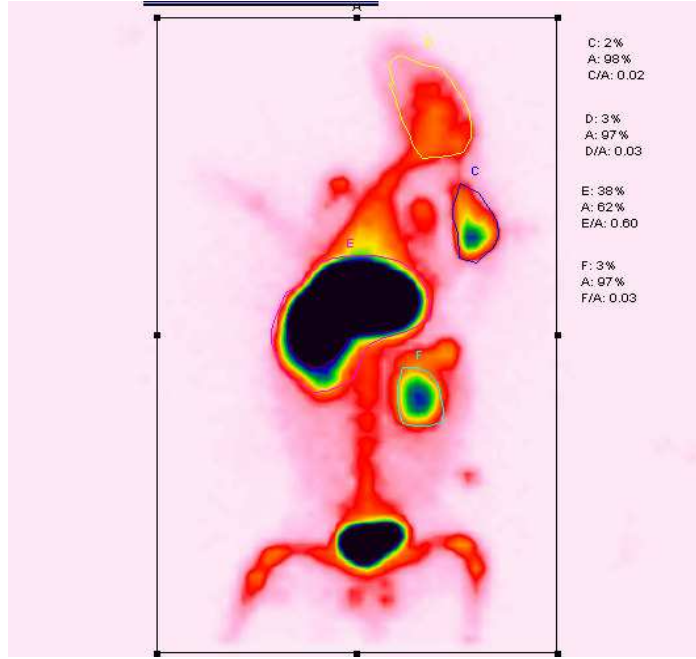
Tc-99m-2-Amino-5-bromobenzoik asit' in Yeni Zelanda Beyaz tavşandaki sintigrafisi.
